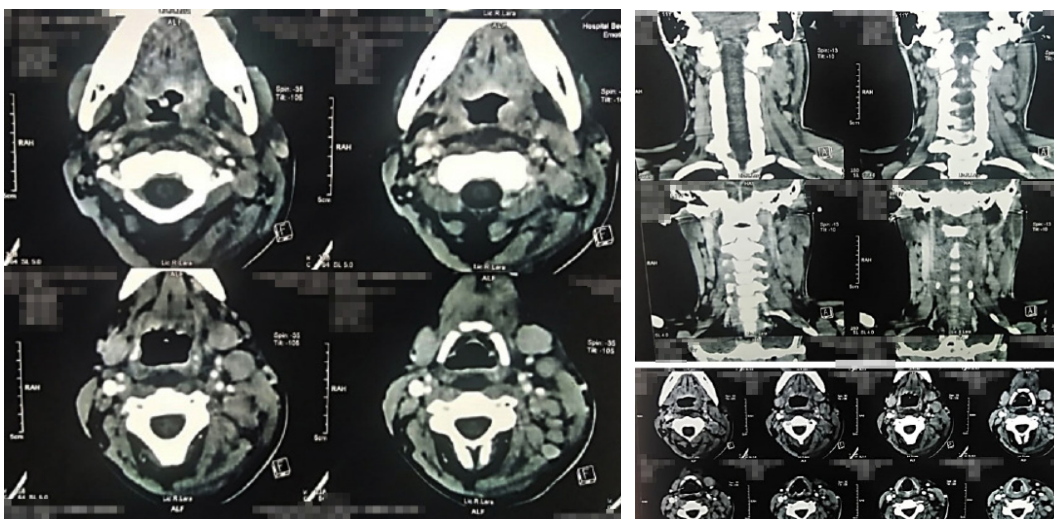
Tomografía axial computarizada de cuello.
